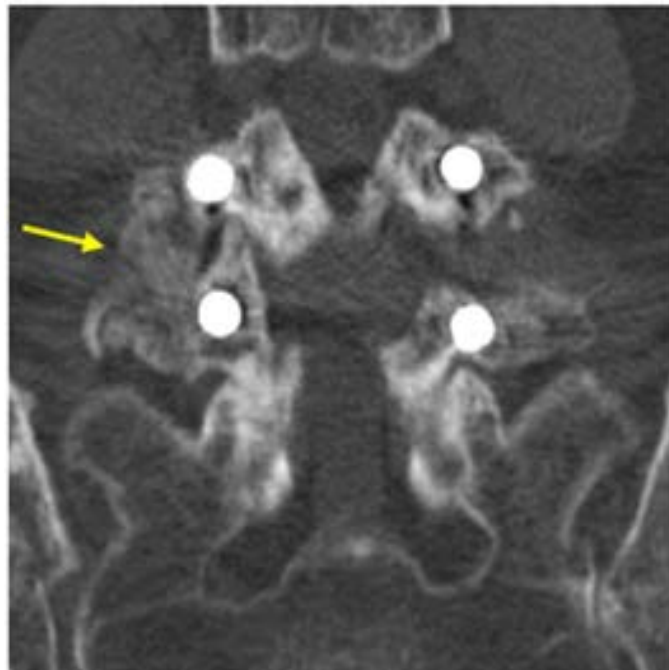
TC. Fusión intertransversa derecha, puentes completos
